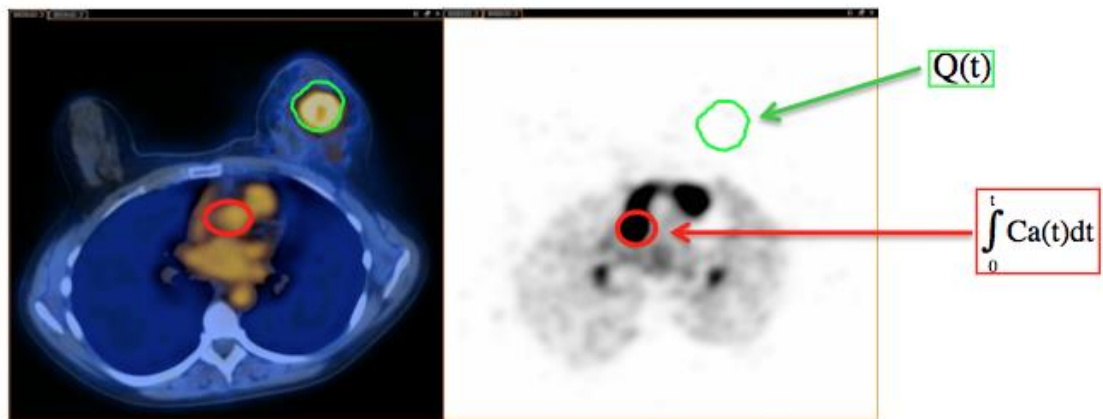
Représentation des volumes d'intérêt aortique (en rouge) et tumoral (en vert) tracés sur l'image fusionnée TEP-TDM et sur l'image TEP dynamique pour estimation de la fonction d'entrée artérielle du système (VOI aortique en rouge) et la mesure de l'activité tumorale en fonction du temps (VOI tumoral en vert).
